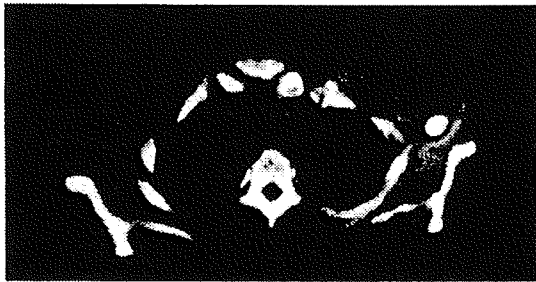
SPECT/CTによる腋窩センチネルリンパ節マッピング 左乳癌症例
